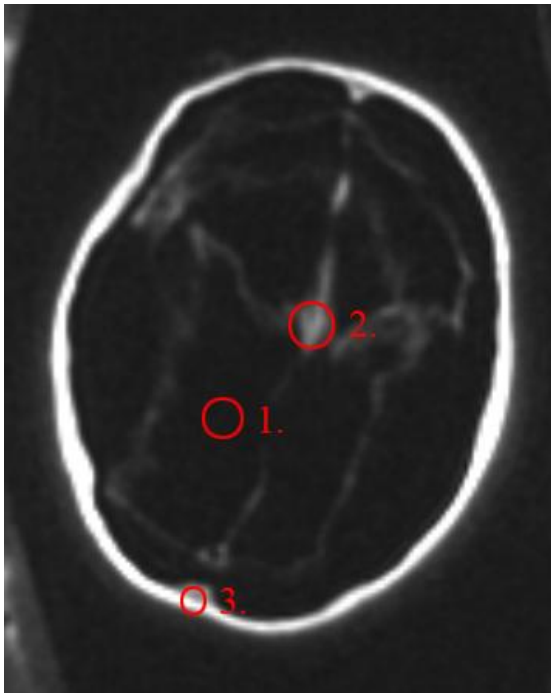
Peru, Bild 2, MRT
